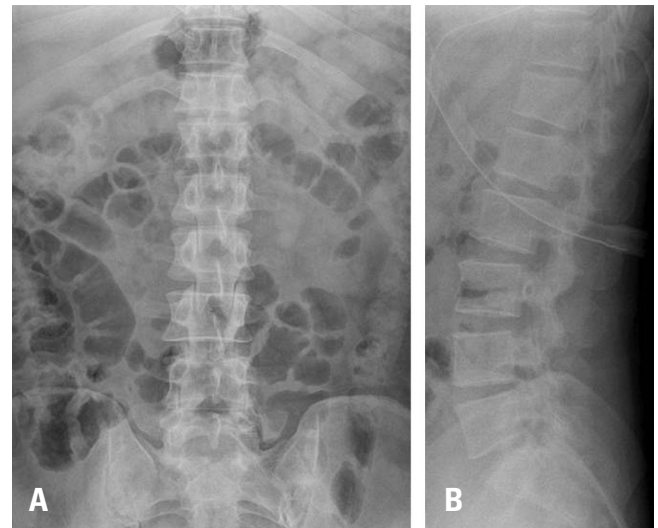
The plain radiographs of 37-year-old male pedestrian, who was struck by a car, show fracture-dislocation injury at the T11-T12 level (A, B). The accident resulted in complete paraplegia of both lower extremities.
